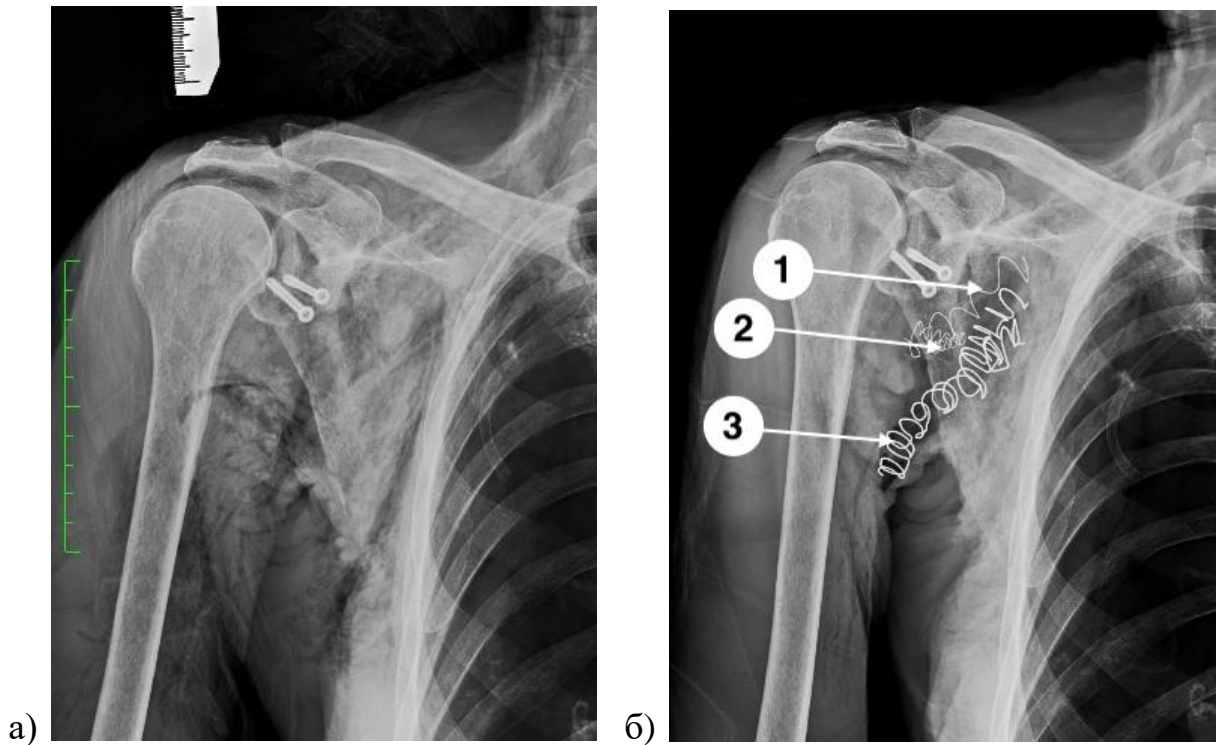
Результат пересадки остеотомированного фрагмента клювовидного отростка в область шейки лопатки по предложенной технике артроскопической операции Латарже до и после маркировки спирально изогнутой рентгеноконтрастной проволокой ряда анатомических образований в области вмешательства:
